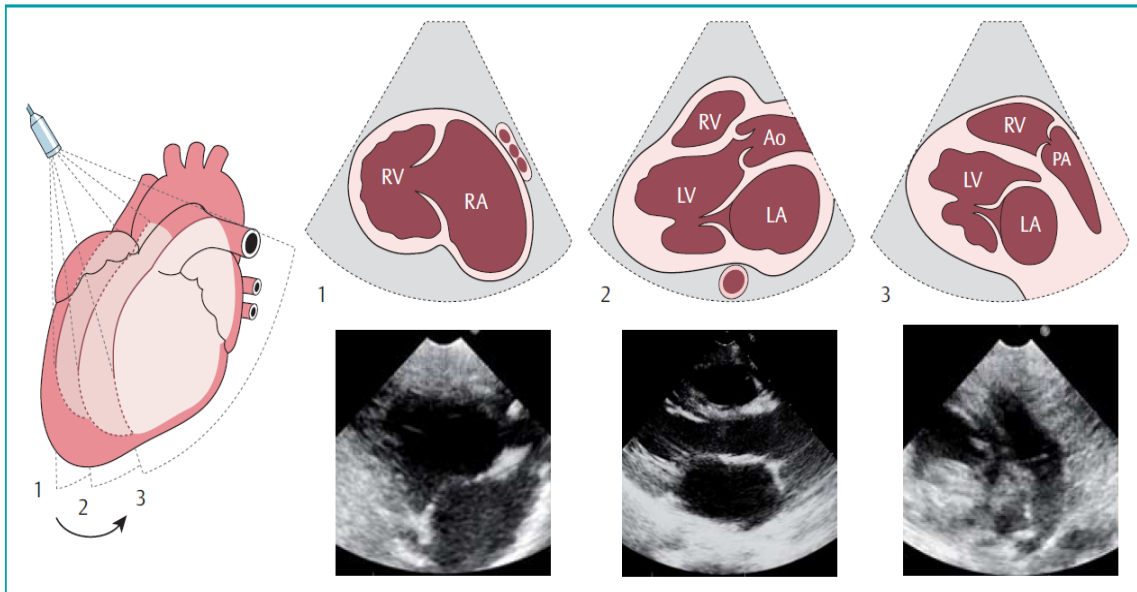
Links parasternal lange Achse (28)
